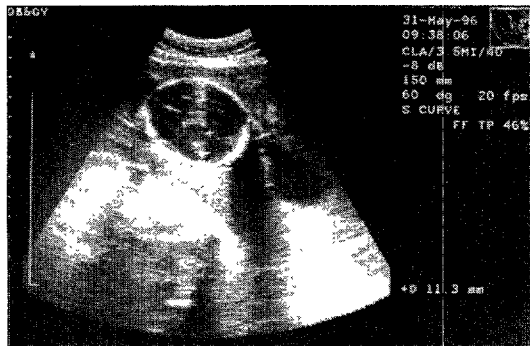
Ultrasonographic finding at pregnancy 20 weeks.
